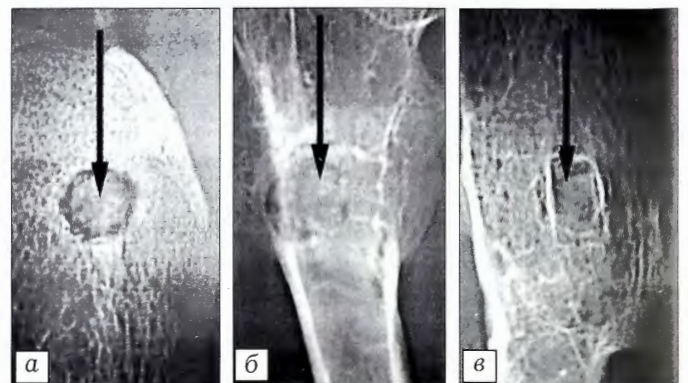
Рентгенологическая картина зоны имплантации УНИ в подвздошные кости кроликов через 14 (*а*), 30 (*б*) и 60 (*в*) суток после операции.
